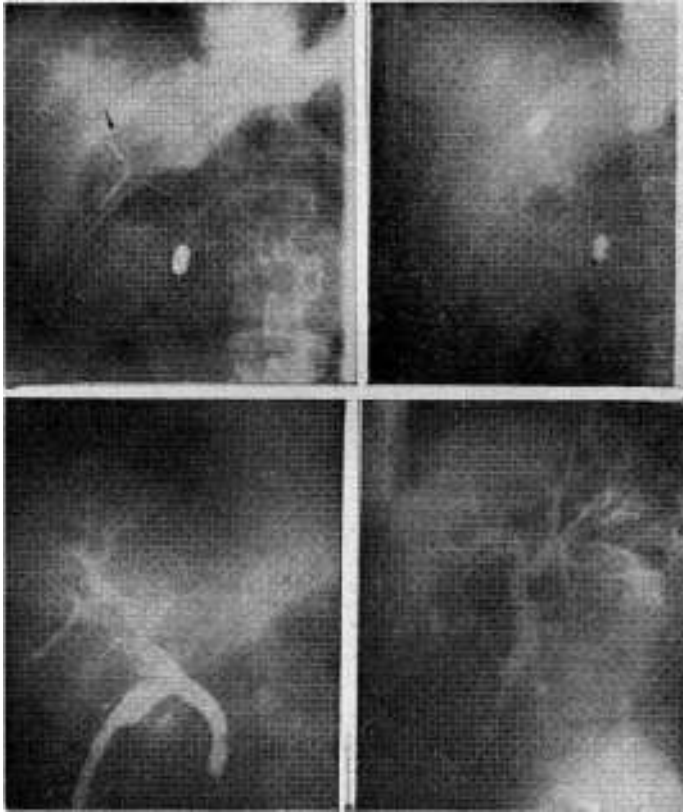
Lobulografía indirecta con balones libres. En la radiografía superior izquierda se ve arriba un balón cilíndrico no distendido en el hepático izquierdo y abajo un balón cilíndrico distendido bloqueando el colédoco inferior. En radiografía superior derecha se observan los dos balones distendidos bloqueando hepático izquierdo y colédoco inferior. En la inferior izquierda se inyecta sustancia de contraste por el tubo de drenaje coledociano y se obtiene una lobulografía del sector canalicular correspondiente al canal hepático derecho. Queda el hepático izquierdo sin rellenar por el bloqueo y sin pasar contraste al duodeno por el bloqueo del colédoco inferior. En la radiografía inferior derecha vista de perfil.
